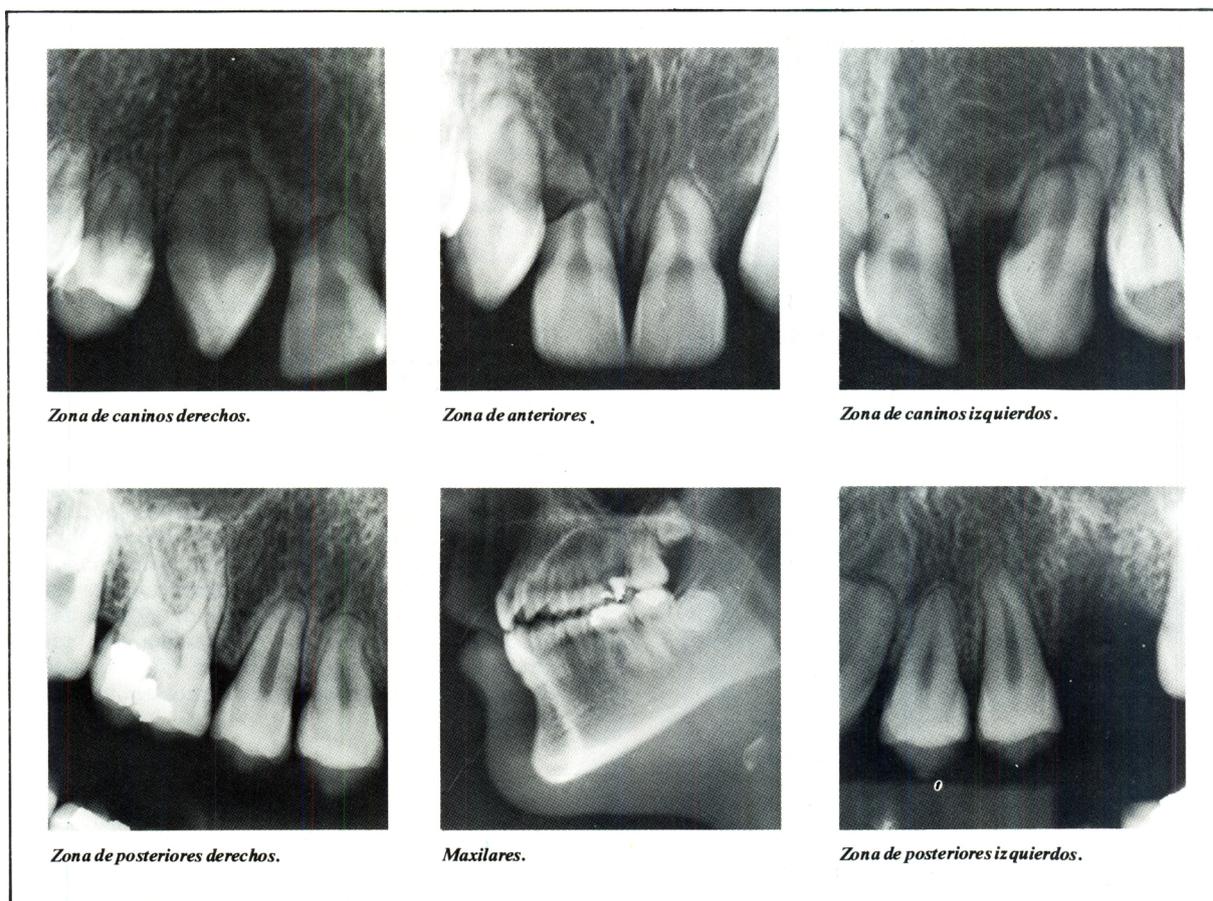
Hermana del caso 3. Radiografías de dientes y de maxilares.
